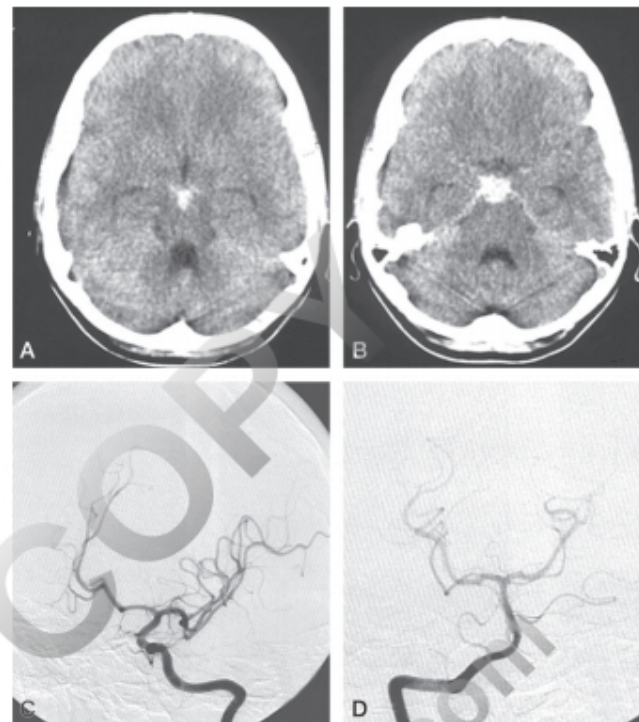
Hemorragia subaracnoidea perimesencefálica sin aneurisma. A y B. TC sin contraste. Hemorragia prepontina y en la cisterna interpeduncular. C y D. Las arteriografías de carótida y vertebral son normales.
